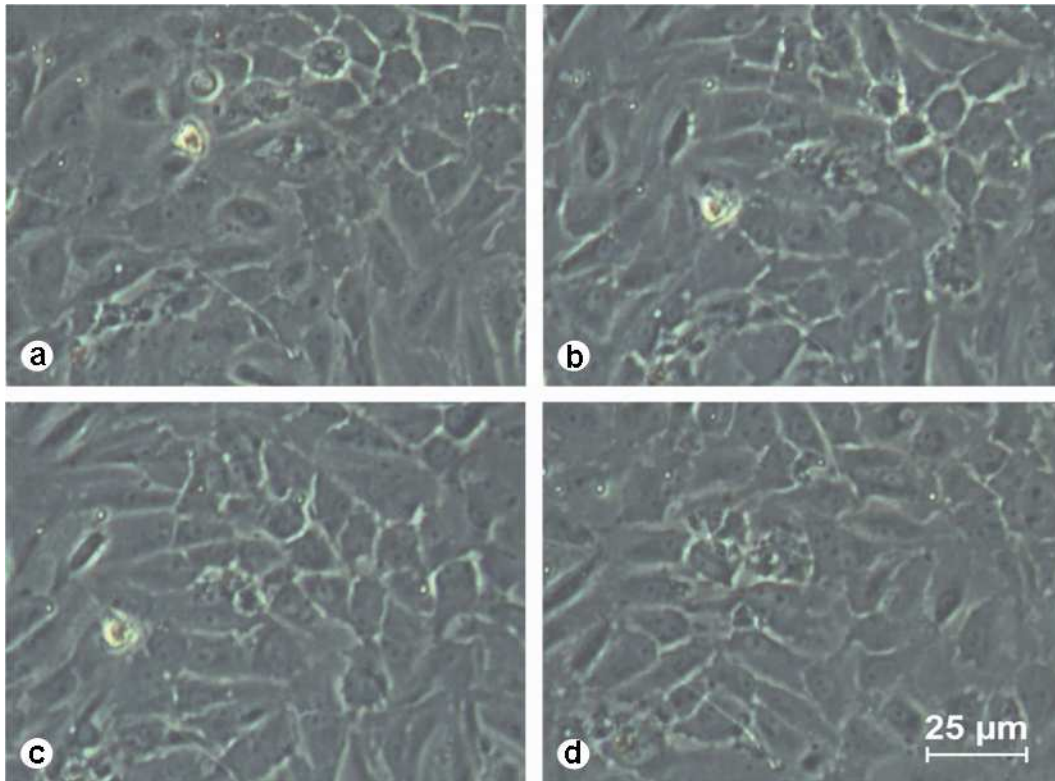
Zellmorphologie der HUVEC unter Kombinationsbehandlung mit MP und TAC während Kühlung und Wiedererwärmung, aufgenommen im *SlideObserver*.
